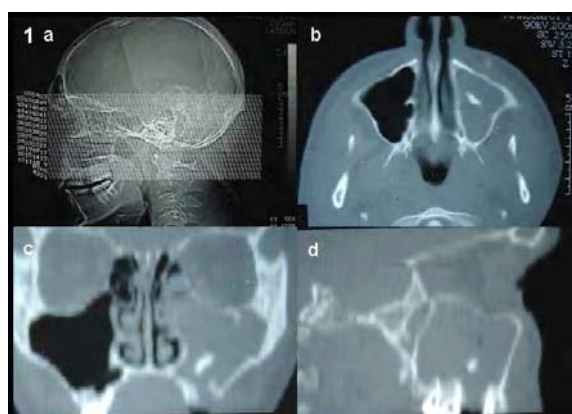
(a) Tomografia computadorizada com incidências em terço médio da face; (b) corte axial; (c) corte coronal; (d) corte sagital.
